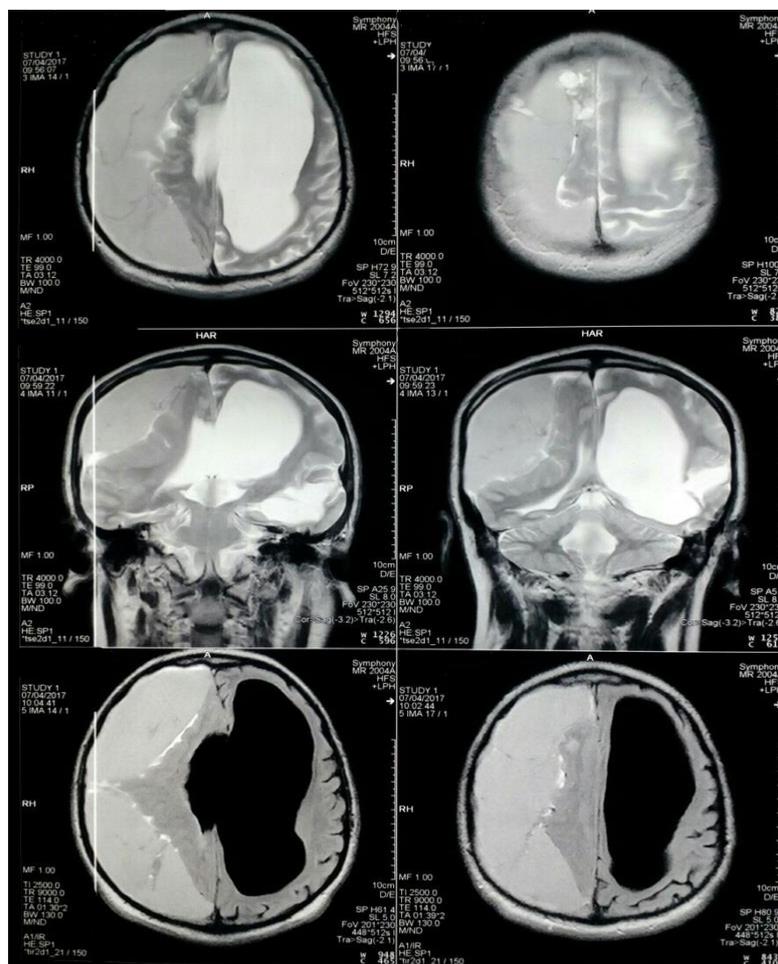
На МРТ головного мозга от 07.04.2017 г.: объёмное субдуральное образование правой лобно-теменной области (хроническая гематома). Выраженная внутренняя гидроцефалия. Порэнцефалическая киста в левой височной доле
